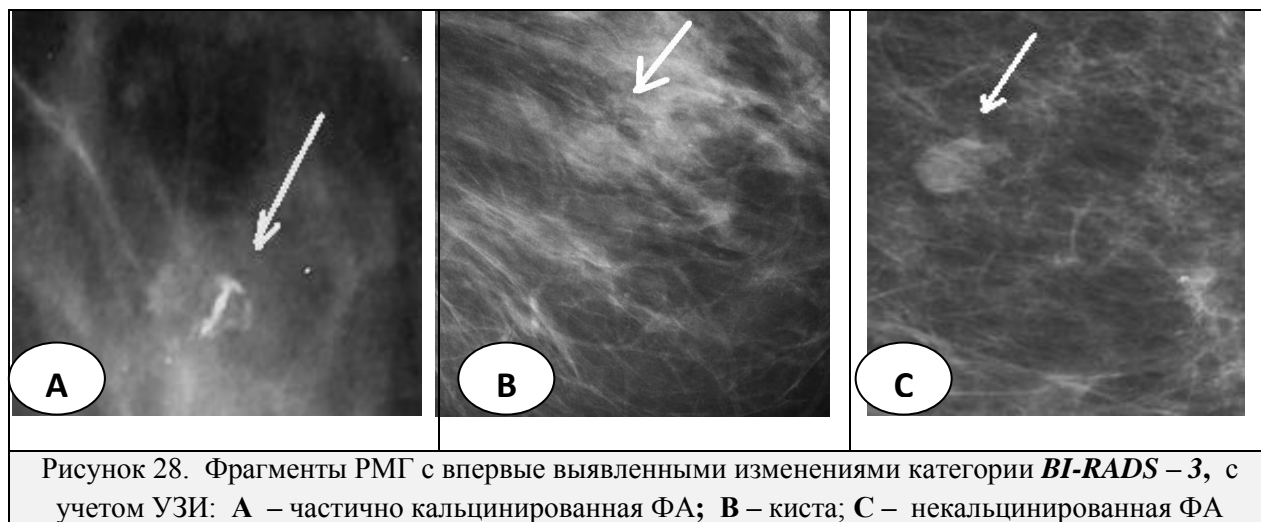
Фрагменты РМГ с впервые выявленными изменениями категории *BI-RADS* – 3, с учетом УЗИ: А – частично кальцинированная ФА; В – киста; С – некальцинированная ФА
